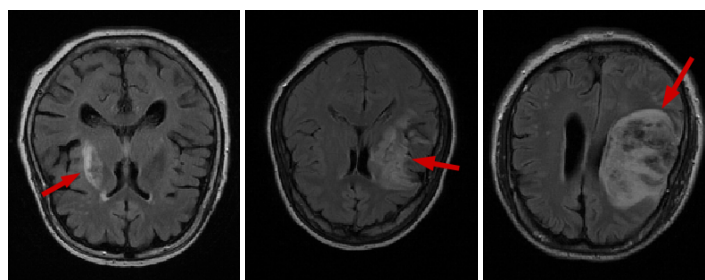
Imagerie par résonance magnétique FLAIR de trois patients atteints d'un AVC. Sur chaque coupe, les tissus lésés sont visibles en hyper-signal (mis en évidence par une flèche rouge).
